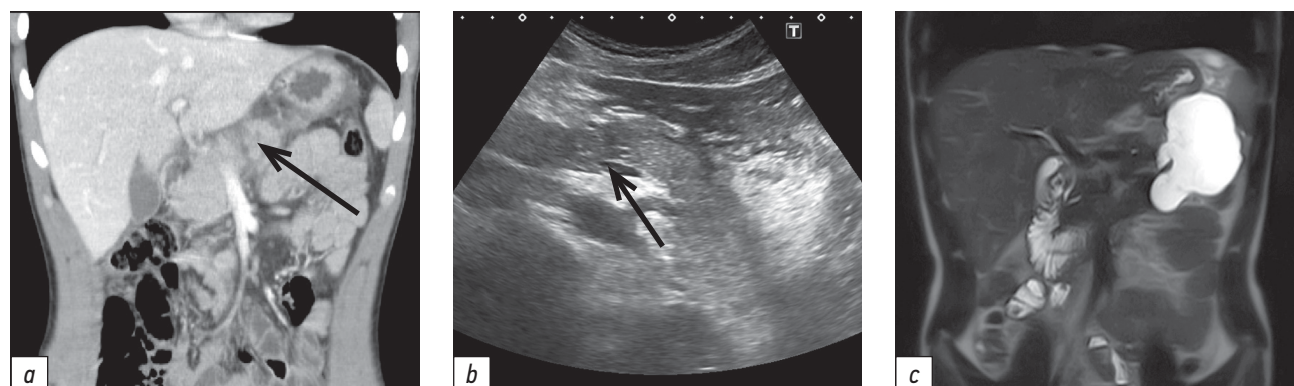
Травма поджелудочной железы (Grade 3): спиральная компьютерная томография, 1-е сутки после травмы (а; стрелка); ультразвуковое исследование, 2-е сутки после травмы (b; стрелка); магнитно-резонансная томография, 10-е сутки после травмы (с).
